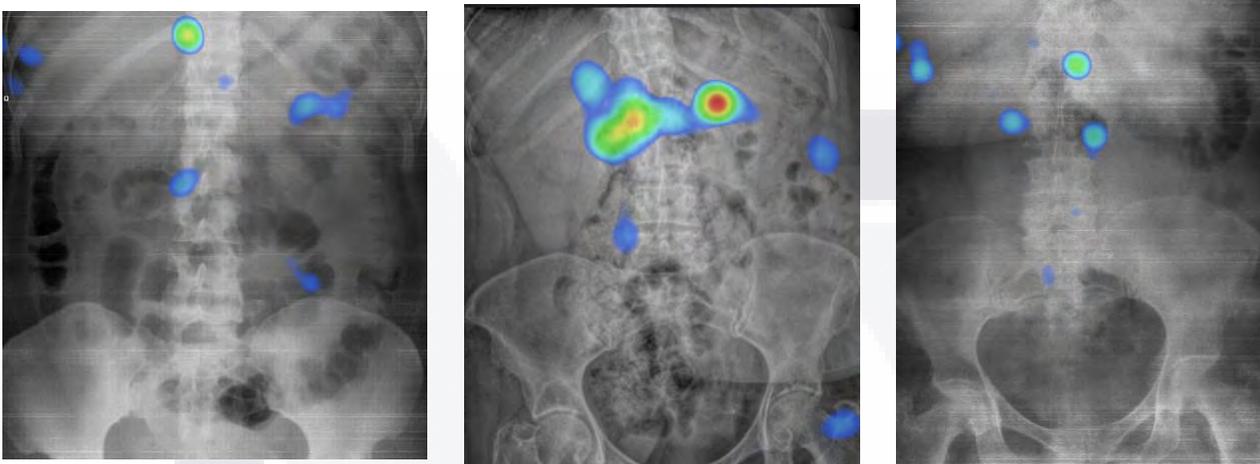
Radiografías con mapa de calor
